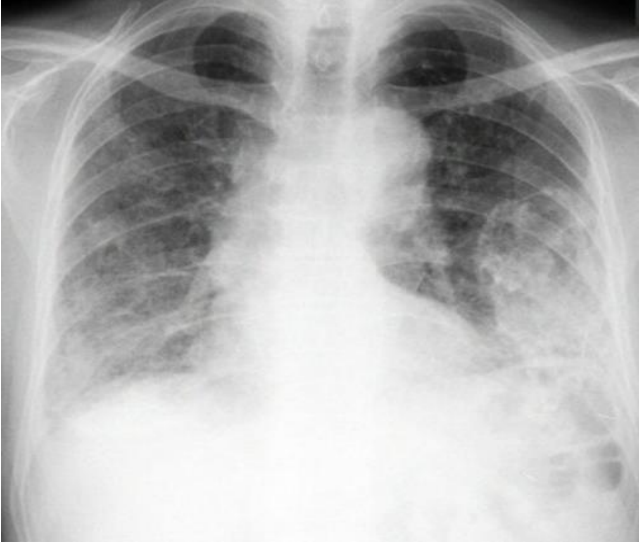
Tanı konduğundaki PA akciğer grafisi.
